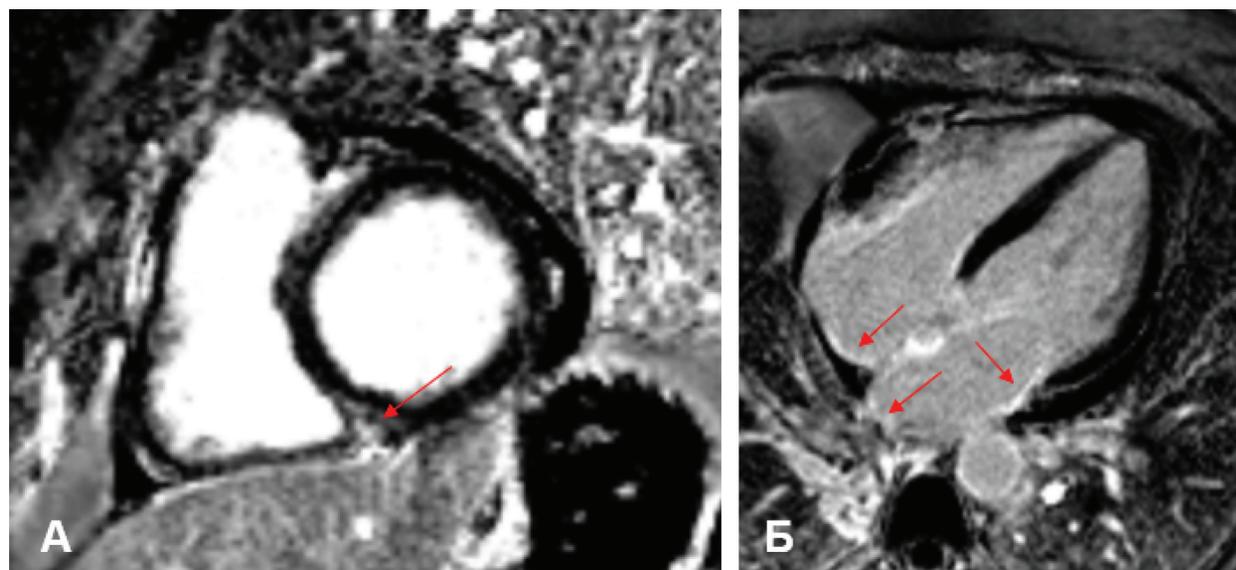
Данные МРТ сердца. На фрагментах А, Б представлены фазоселективные изображения «позднего» накопления контрастного вещества, полученные через 10 мин после внутривенного введения гадолиния (А — изображение по короткой оси сердца; Б — изображение в четырехкамерной позиции). Стрелками указаны зона накопления контрастного вещества миокардом ЛЖ (А) и миокардом предсердий (Б)
